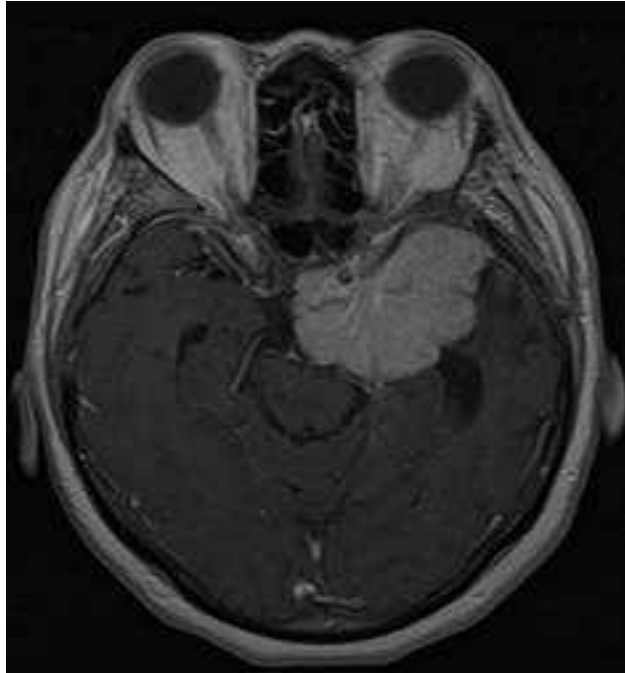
Спостереження № 80. МРТ з внутрішньовенним підсиленням.
